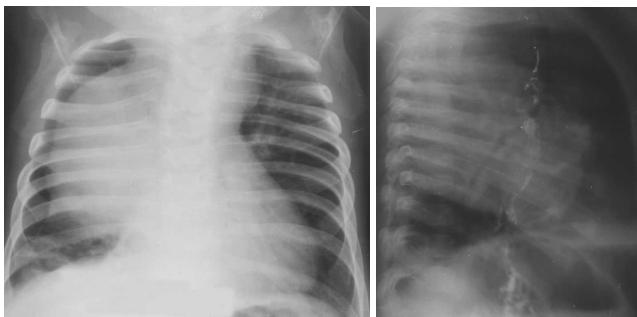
Рентгенограммы грудной клетки ребенка с энтерогенной кистой средостения
